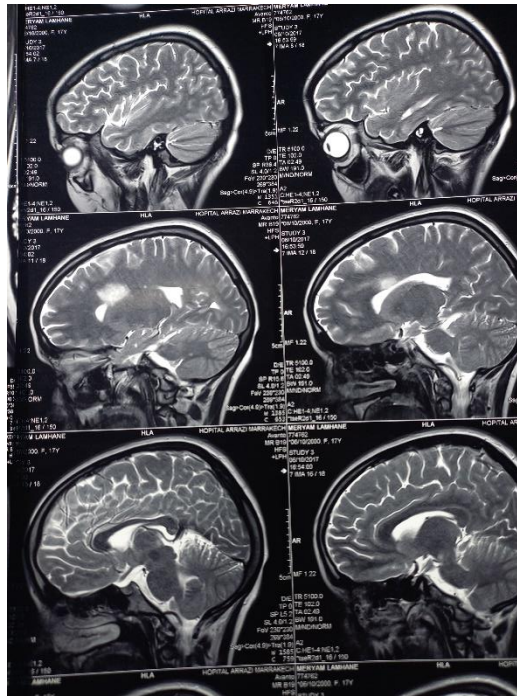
Image d'IRM cérébrale en coupe sagittales, séquence T2 montrant une lésion nodulaire en hypersignal.
